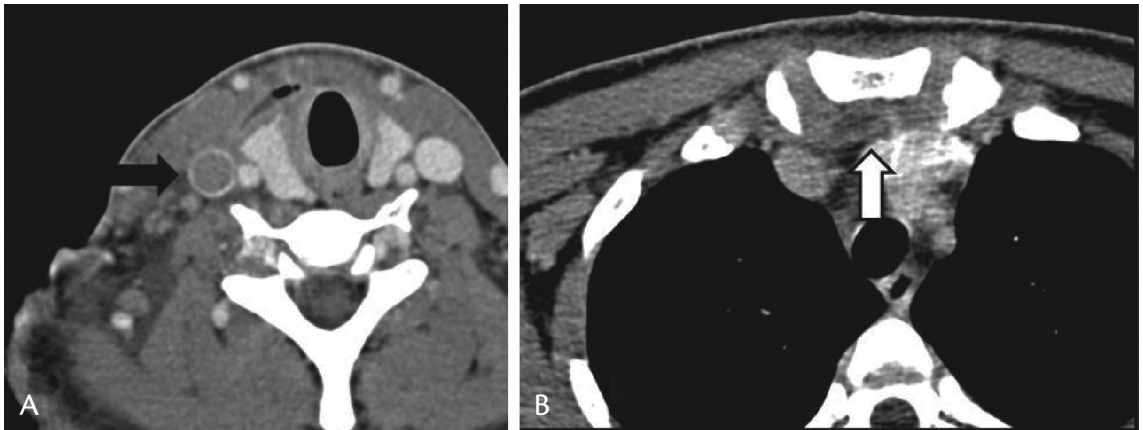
A) Tomografia computadorizada axial cervical demonstrando trombose de veia jugular interna direita (seta preta); B) Tomografia computadorizada axial torácica demonstrando coleção perivascular em mediastino (seta branca).
